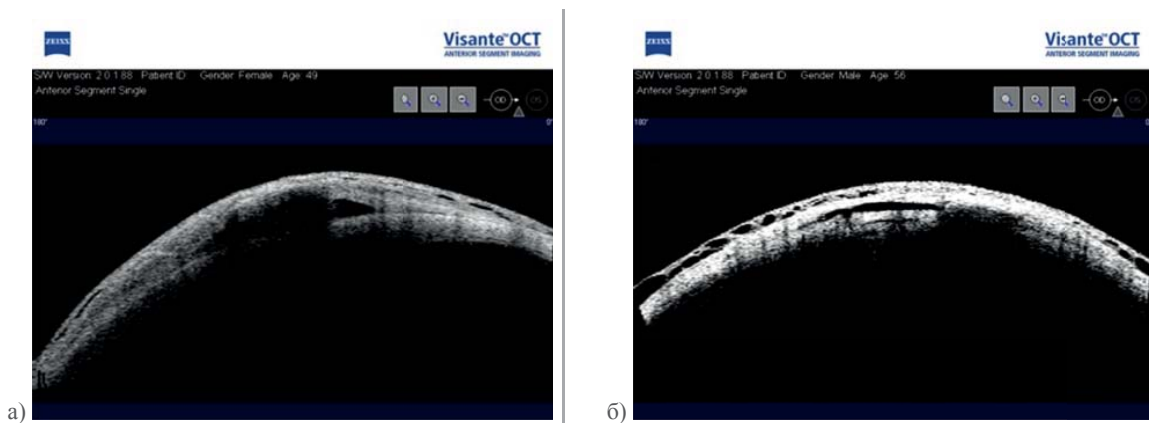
Оптическая когерентная томография ФП на 6-м месяце: а) полное рассасывание дренажа Глаутекс; б) визуализация коллагенового имплантата Ологен™ на Visante OCT на 6-м месяце (3 глаза)
